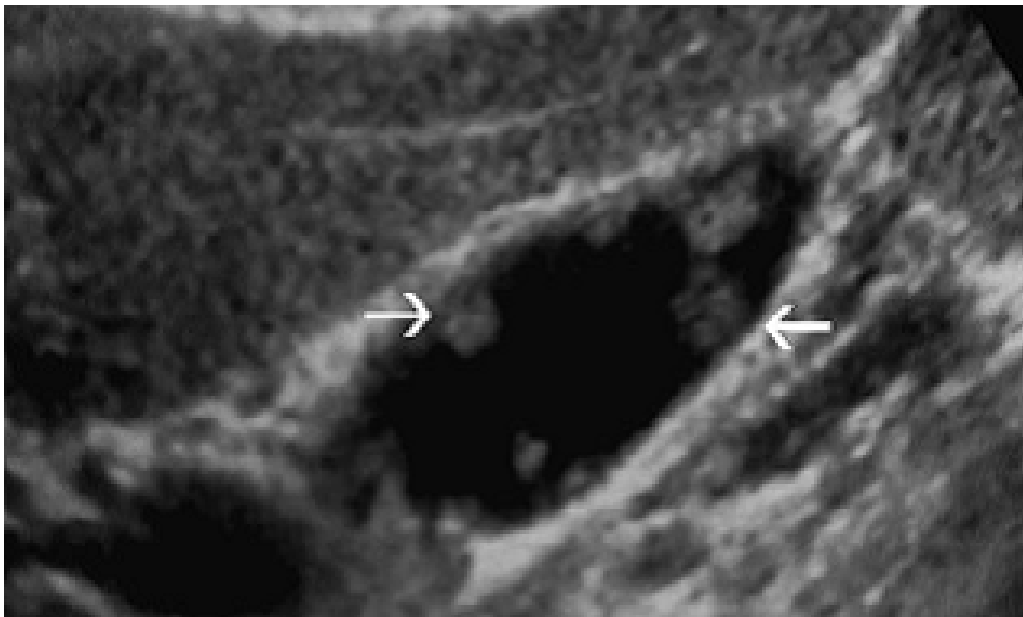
Coupe échographique longitudinale mettant en évidence de multiples formations, polyploïdes adénomateuses isoéchogènes de type pédiculé [38].
